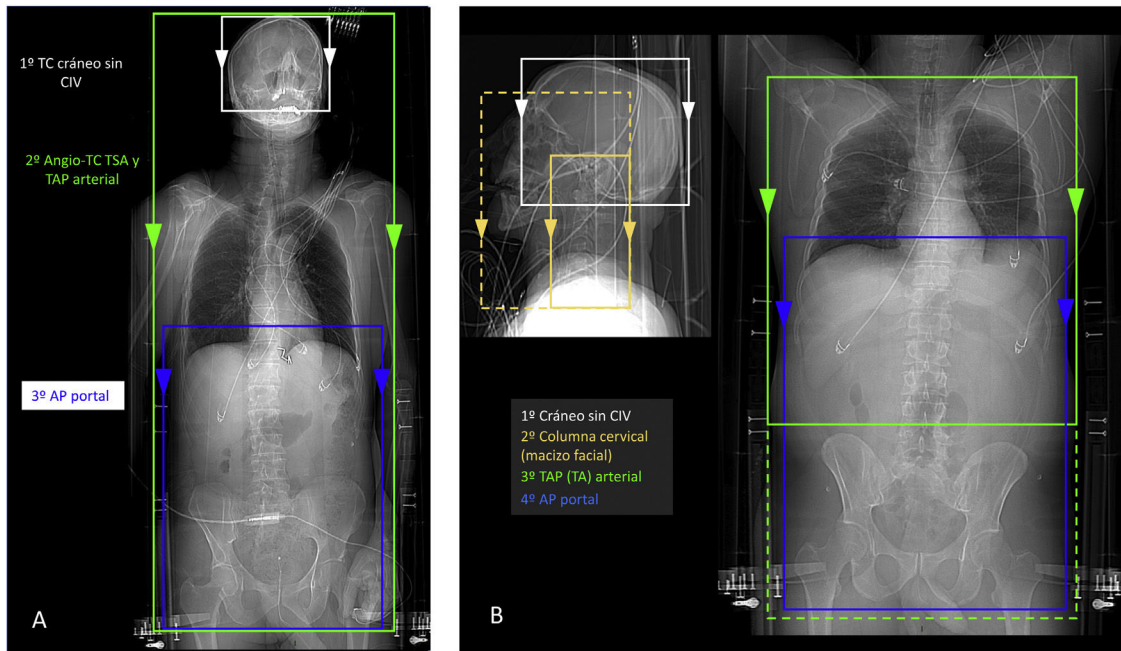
Protocolos de TCCC. A) TCCC tiempo-precisión. Se realiza con un único escanograma realizado con los brazos hacia abajo cruzados sobre el tórax o sobre el abdomen siempre que sea posible y consta de TC de cráneo sin CIV, seguido de estudio en fase arterial que incluye el polígono de Willis, cuello, tórax, abdomen y pelvis y de fase venosa abdominopélvica. B) TCCC de dosis optimizada. Se realiza en primer lugar topograma de cráneo y cuello con los brazos bajados y se realiza TC de cráneo sin CIV y después TC de columna cervical sin CIV. Posteriormente, se realiza topograma toracoabdominopélvico con ambos brazos levantados si es posible, con fase arterial del tórax, abdomen y pelvis (o al menos del tórax y del abdomen) seguida de fase portal abdominopélvica. En ambos protocolos se debe valorar la indicación de fase tardía o cisto-TC, que deben realizarse con técnica de baja dosis.
